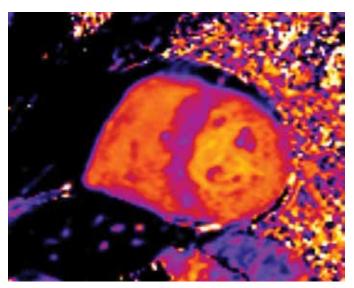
МР-томограмма в режиме Т1 картирования [Собственное наблюдение]
